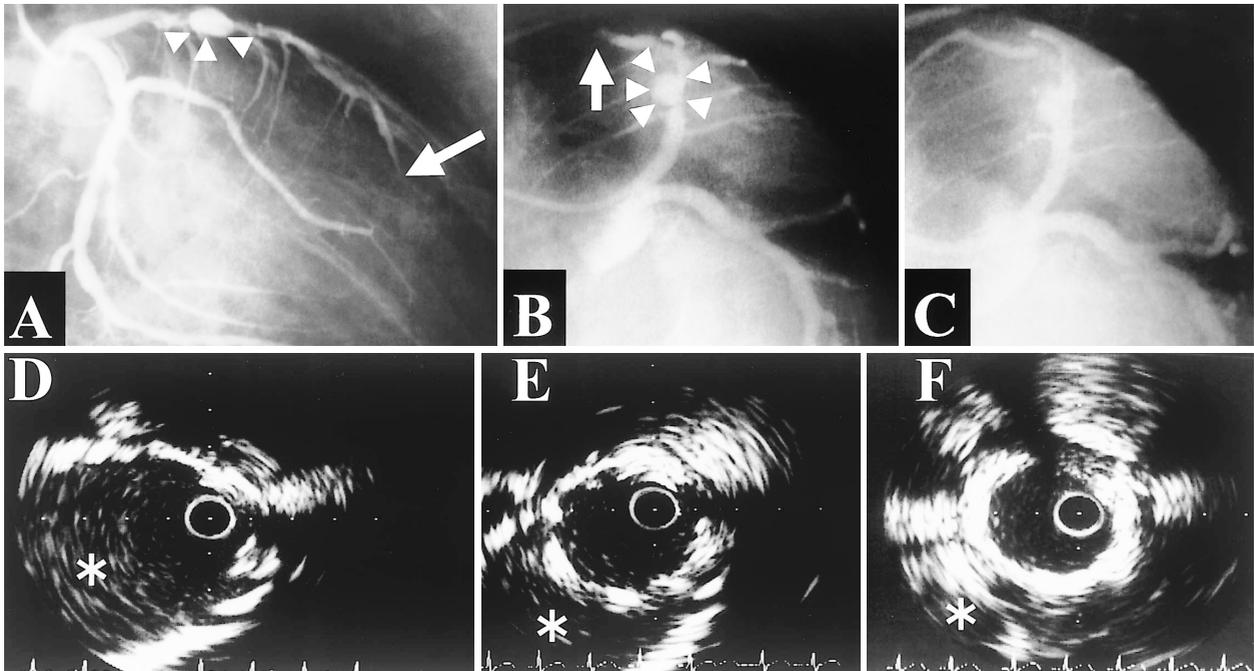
Coronary angiograms (upper row) and intravascular ultrasound images (lower row)
